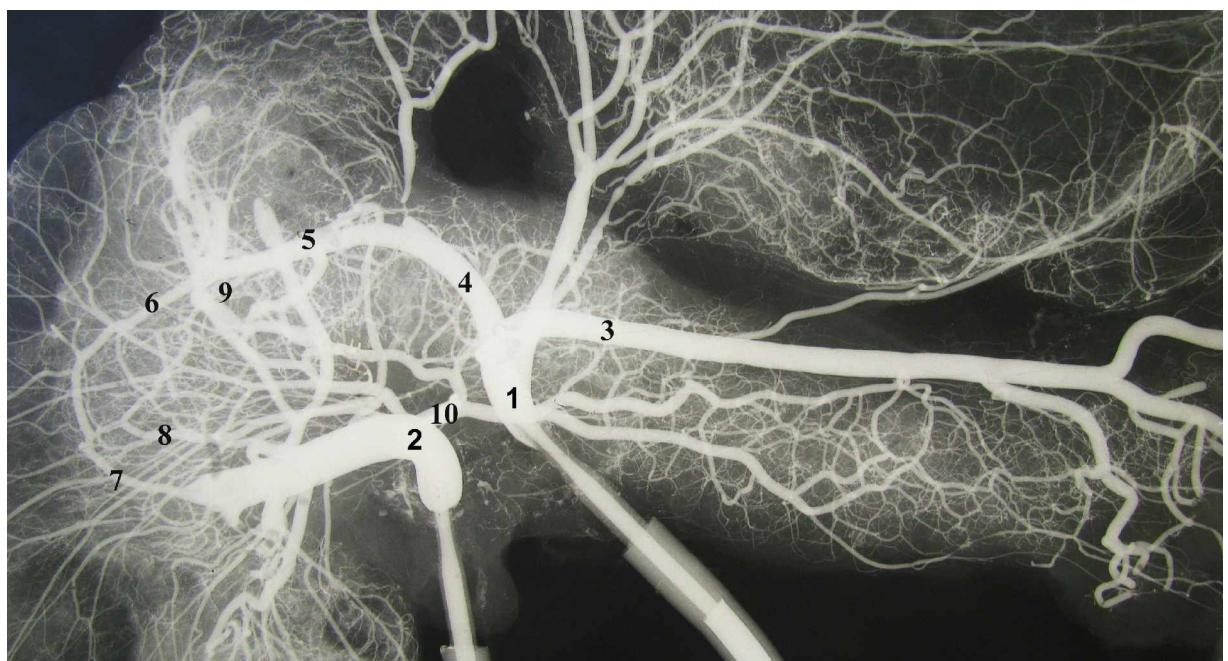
Рентгенангиограмма сосудов поджелудочной железы. Вид спереди. Условные обозначения: 1 – общая печеночная артерия, 2 – селезеночная артерия, 3 – верхняя брыжеечная артерия, 4 – гастродуоденальная артерия, 5 – передняя верхняя панкреатодуоденальная артерия, 6 – задняя верхняя панкреатодуоденальная артерия, 7 – задняя нижняя панкреатодуоденальная артерия, 8 – артерия головки и шейки поджелудочной железы, 9 – дорсальная панкреатическая артерия, 10 – правая ветвь дорсальной панкреатической артерии, 11 – правая желудочно-сальниковая артерия, самостоятельно начинающаяся от общей печеночной артерии.
